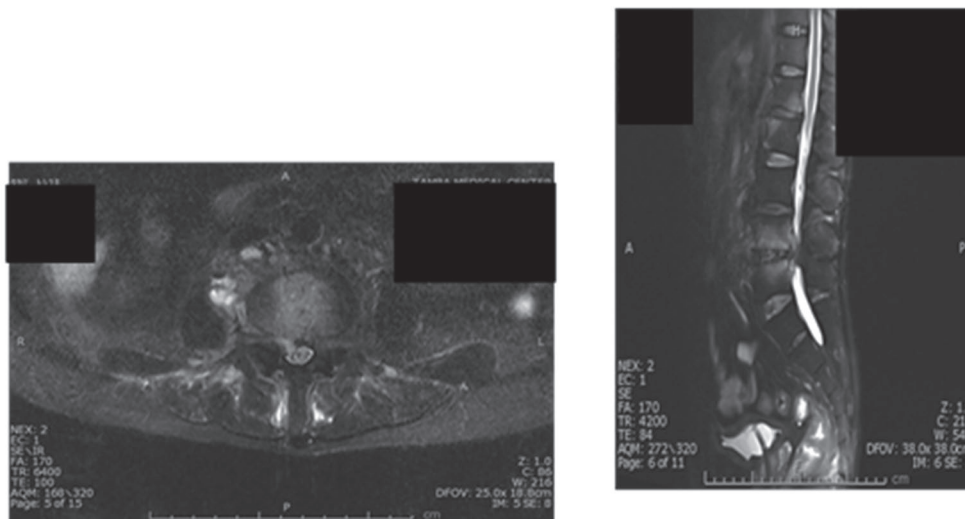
MRI 腰(1回目入院 14日目のMRI)
